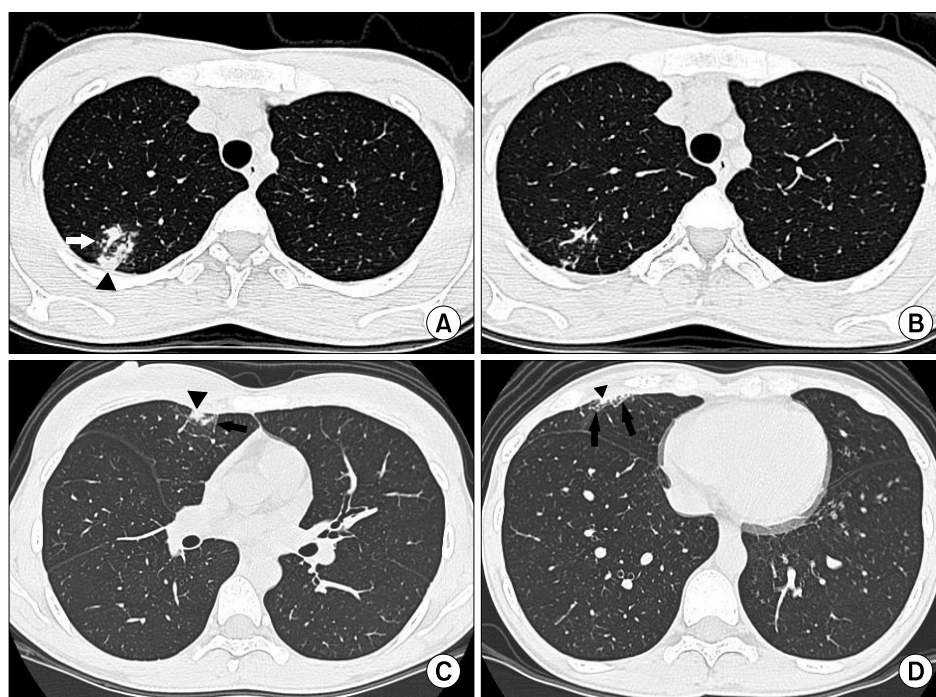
(A) HRCT scan at the level of the aortic arch vessels shows focal centrilobular nodules (arrow) and lobular consolidation (arrowhead) in the posterior segment of right upper lobe. (B) HRCT scan at the same level with Figure 1A obtained two weeks later shows marked improvement of patchy infiltrate in the posterior segment of right upper lobe. (C) HRCT image obtained at the level of bronchus intermedius shows new subpleural micronodules (arrowhead) and interlobular septal thickening (arrow) in the subpleural portion of the anterior segment of right upper lobe. (D) HRCT image obtained at the level of left ventricle shows subpleural nodules (arrowhead), interlobular, and intralobular septal thickening (arrows) in the subpleural portion of the right middle lobe.
